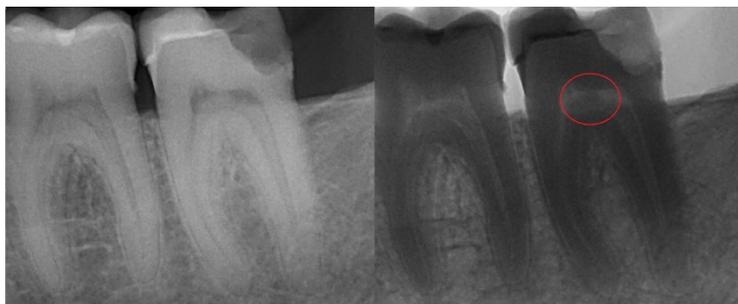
Dentikel 37 im Röntgenbild⁴
